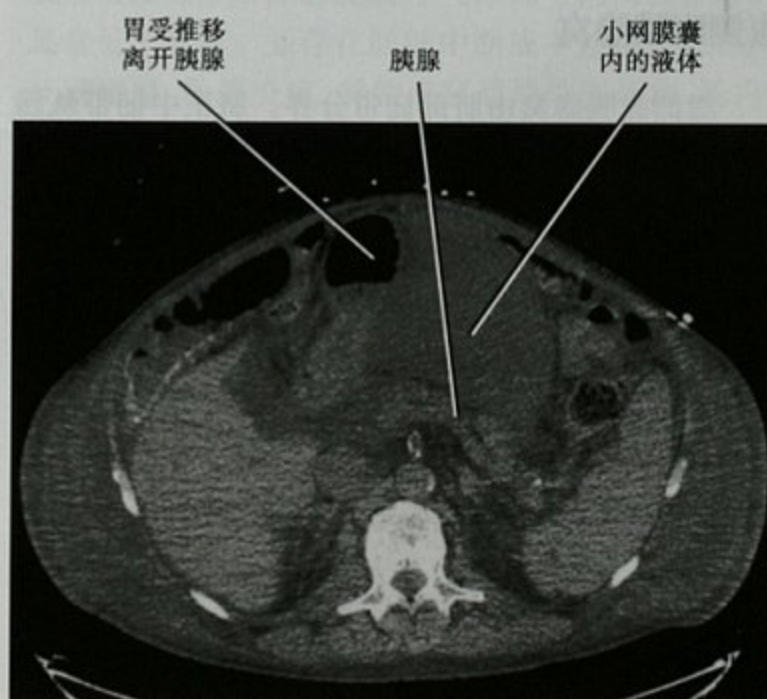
小网膜积液患者的横断位平扫 CT 图像
